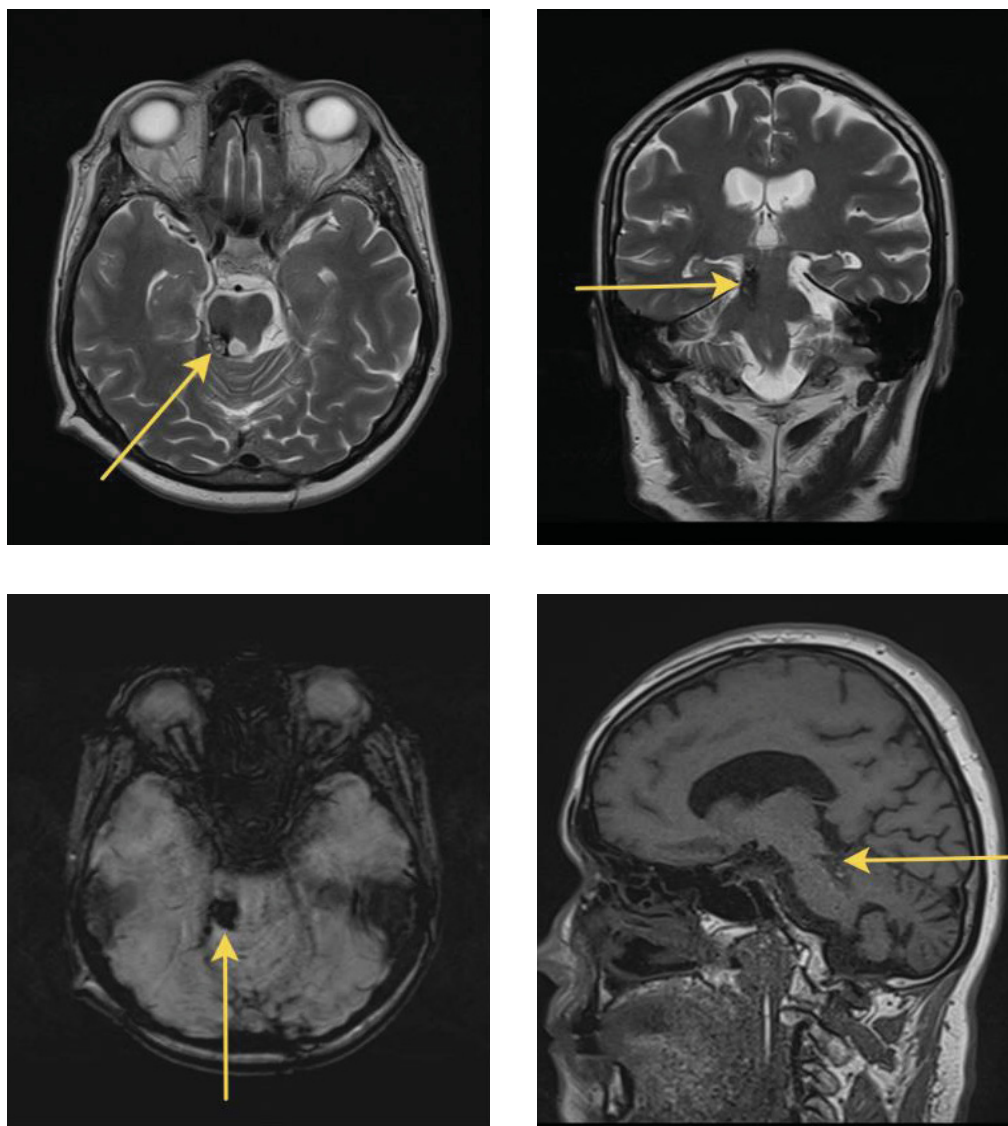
МРТ ГМ через 5 месяцев: в задней черепной ямке справа – костно-пластический трепанационный дефект, участки сформированного глиомезенхимального рубца правой гемисферы мозжечка, а также рубцовые изменения мягких тканей в области операционного доступа. В заднебоковых отделах правой ножки мозга и моста участок отложения гемосидерина (резко пониженный МР-сигнал по T2, SWI)
